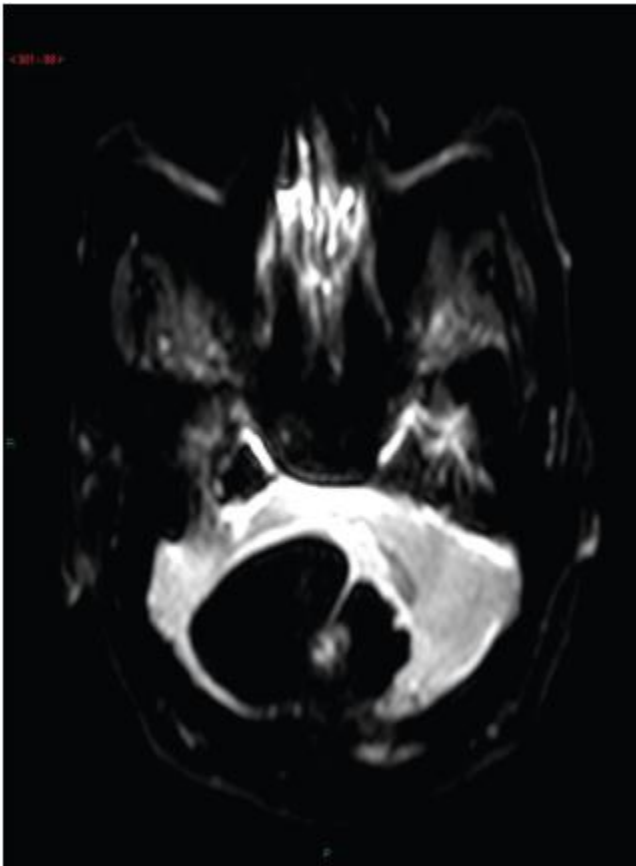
Resonancia magnética con restricción de la difusión del mismo caso(27). Vemos como se manifiesta de forma hipointensa, como lo haría un quiste aracnoideo.
